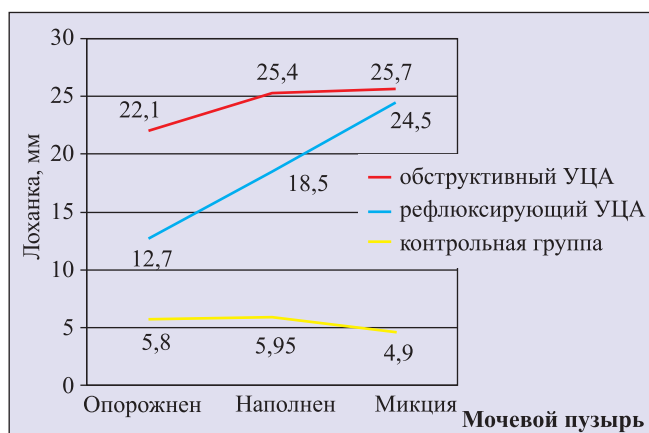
Переднезадние размеры лоханки, микционное УЗИ
